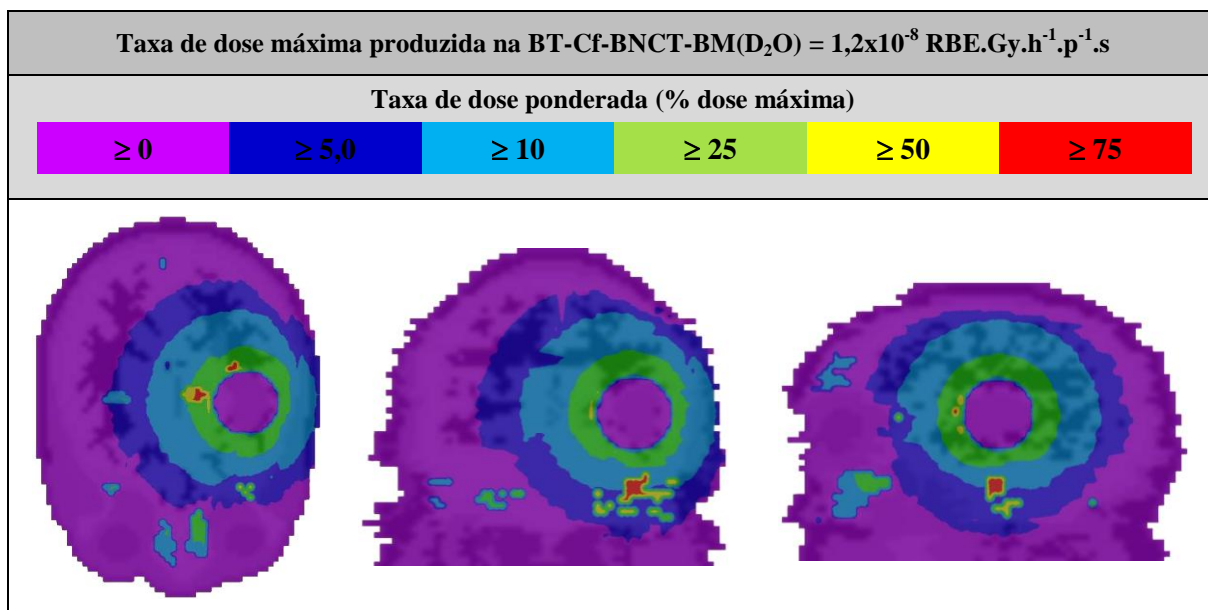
Superfícies de isodose que representam a taxa de dose ponderada nos planos axial, coronal e sagital do modelo computacional, respectivamente, produzidas na BT-Cf-BNCT-BM(D₂O), com balão de 4 cm de diâmetro.
